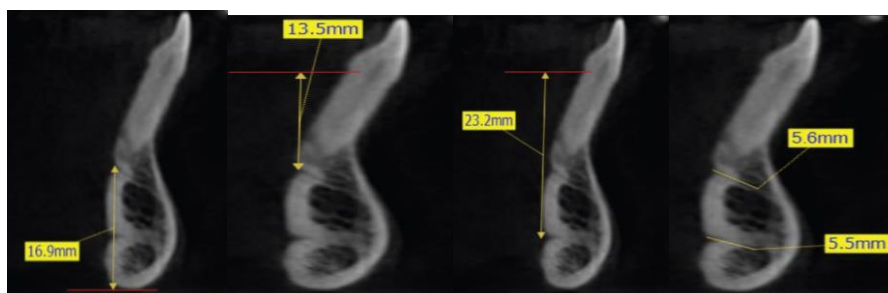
Imagens de TC (tomografia computadorizada) em corte transversal na região mandibular anterior de uma mulher de 36 anos. (Aoun et al., 2017)
